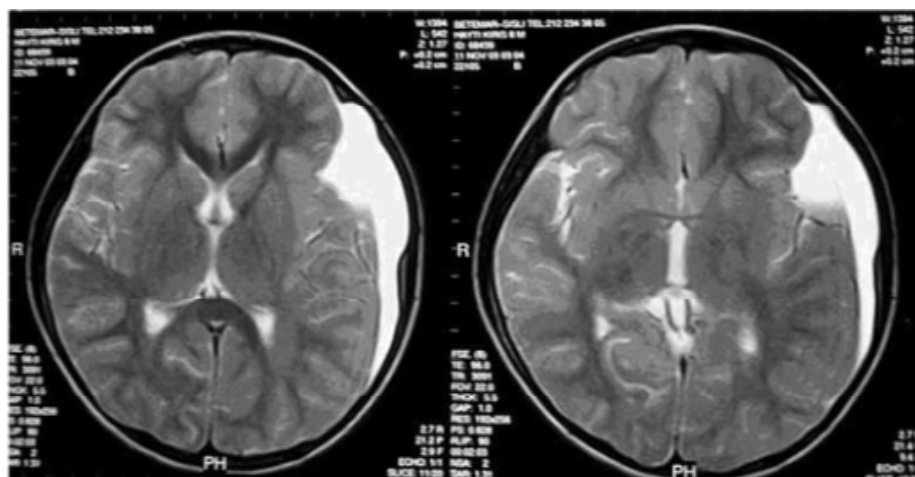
Coupe axiale d'une IRM cérébrale montrant un kyste arachnoïdien fronto-temporal compliqué d'un hygroma sous-dural.
